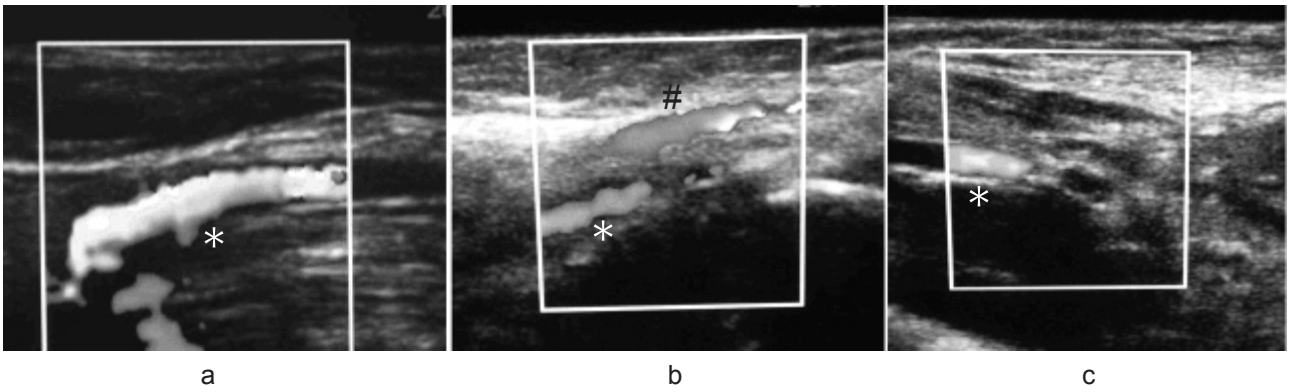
上腕動脈エコー像（長軸像） a. 良好 b. 減少 c. 途絶
